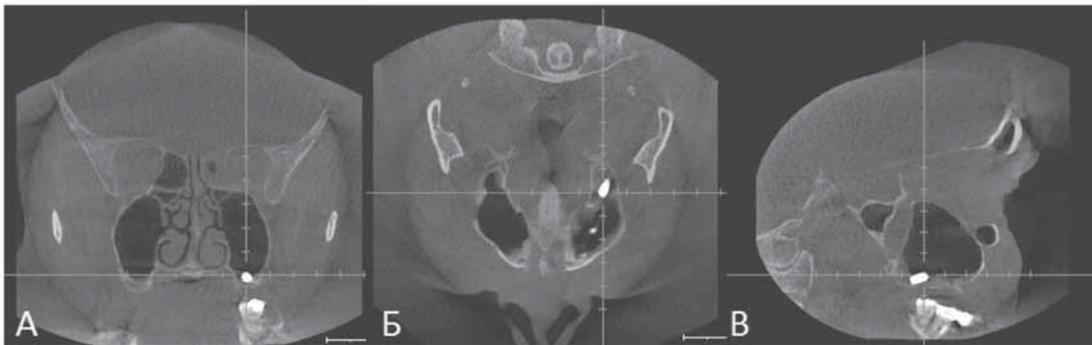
Трехмерная компьютерная томография ОНП. Визуализируется инородное тело, проникающее в левую верхнечелюстную пазуху. А – фронтальная проекция; Б – горизонтальная проекция; В – сагиттальная проекция.
